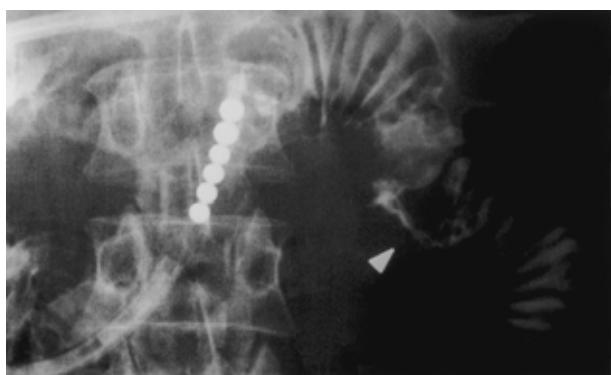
Radiograph of the small intestine, showing stenosis (arrow) due to a tumor in the jejunum.
